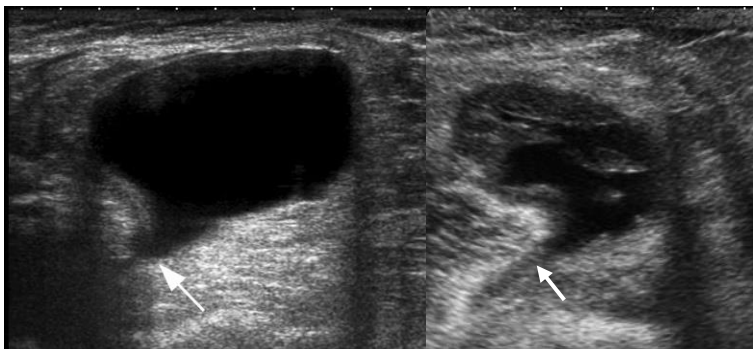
Quiste de Baker. Ecografía modo B, plano sagital cara interna hueso poplíteo. Izquierda: quiste de Baker no complicado. Derecha: quiste de Baker con contenido heterogéneo por hemorragia. Ambos cuellos conectados con la cavidad articular (flechas).
